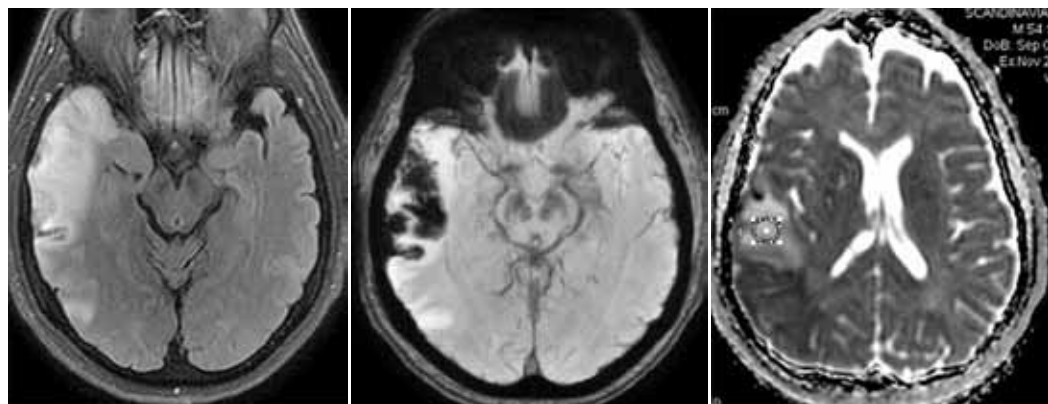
МРТ. Картина венозного инфаркта правой височной доли, обусловленного тромбозом нижней анастомотической вены (вена Лаббе)
